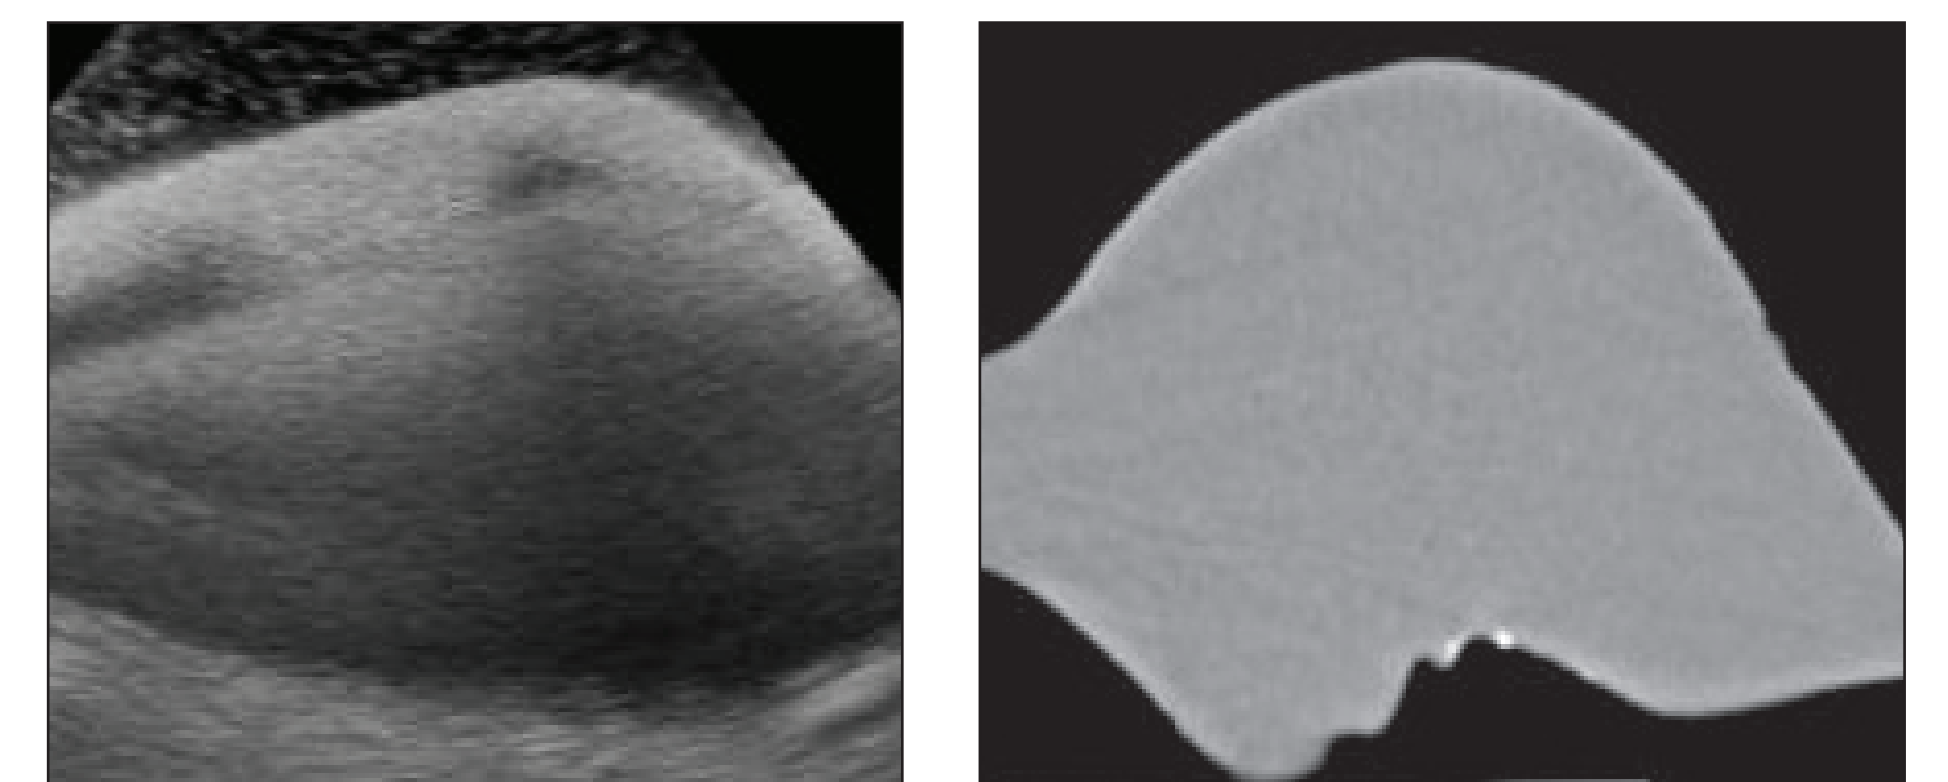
Lebermodell im Ultraschall (links) und Röntgen (rechts)
